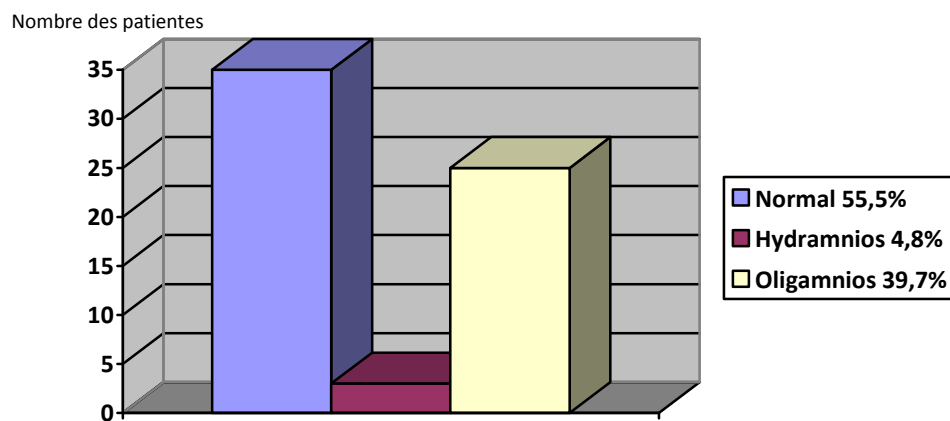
la quantité du liquide amniotique à l'échographie
